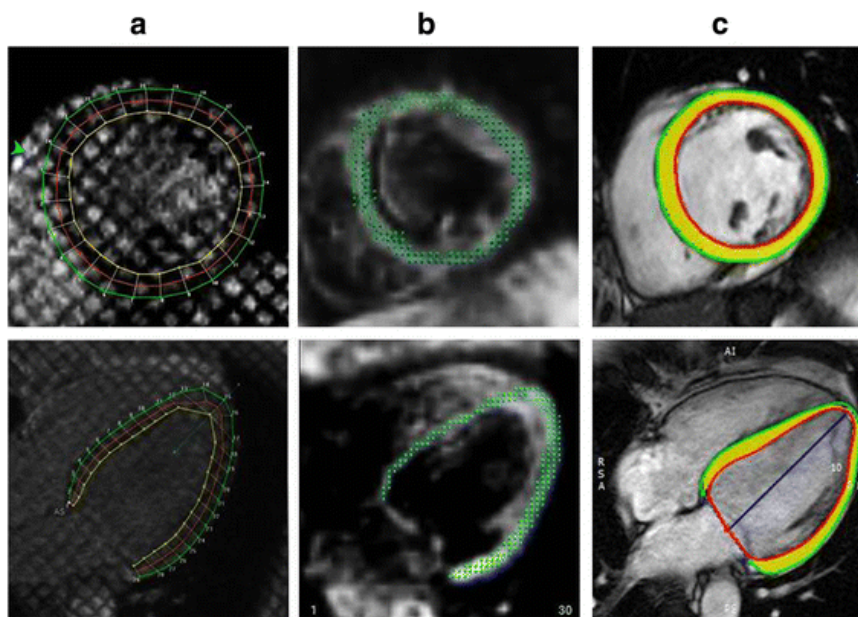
Tagging (a), DENSE (b) and feature tracking (c) techniques for myocardial strain assessment from MR images (Image retrieved from Cao et al. (2018)). Top: short axis, bottom: long axis. For the tagging image, the segmented endocardial and epicardial borders are marked yellow and green, respectively. In DENSE, the images are shown in diastole with points on myocardium depicting the 2D displacement field. In feature tracking, the endocardial and epicardial borders are marked by red and green contours, respectively, with the myocardium in yellow
